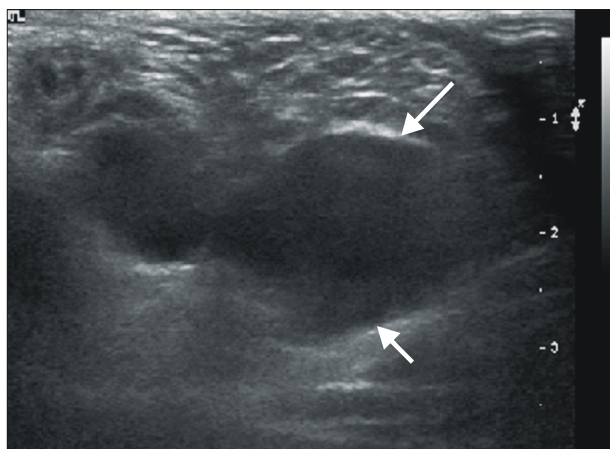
Ultrasonography of the inguinal region shows a soft tissue mass with hypoechogenicity, which is elongated to the spermatic cord.
